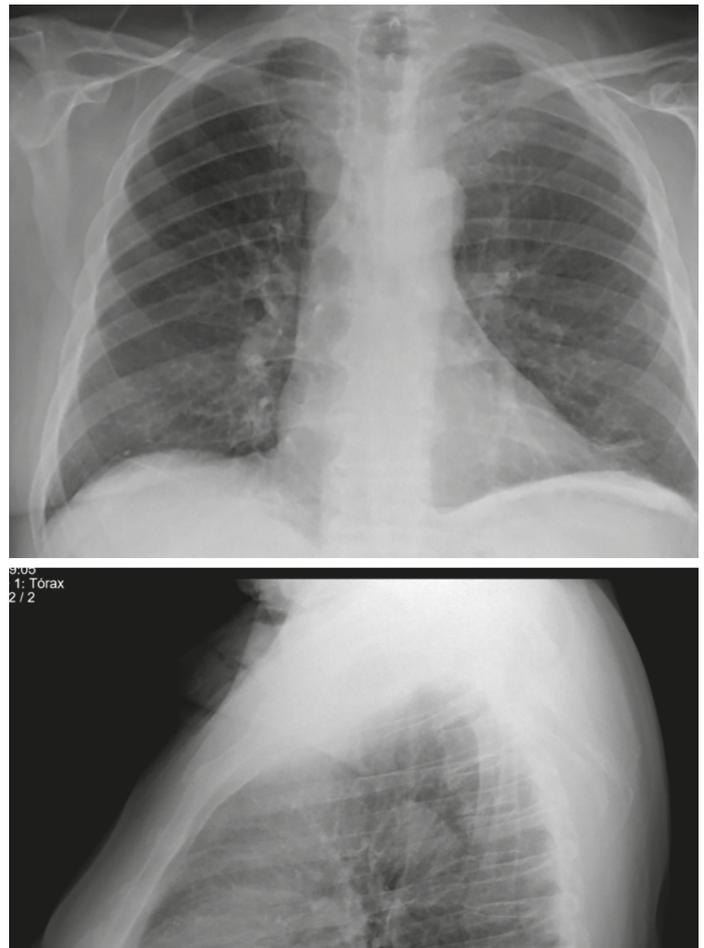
Radiografía de tórax AP y Lateral.
